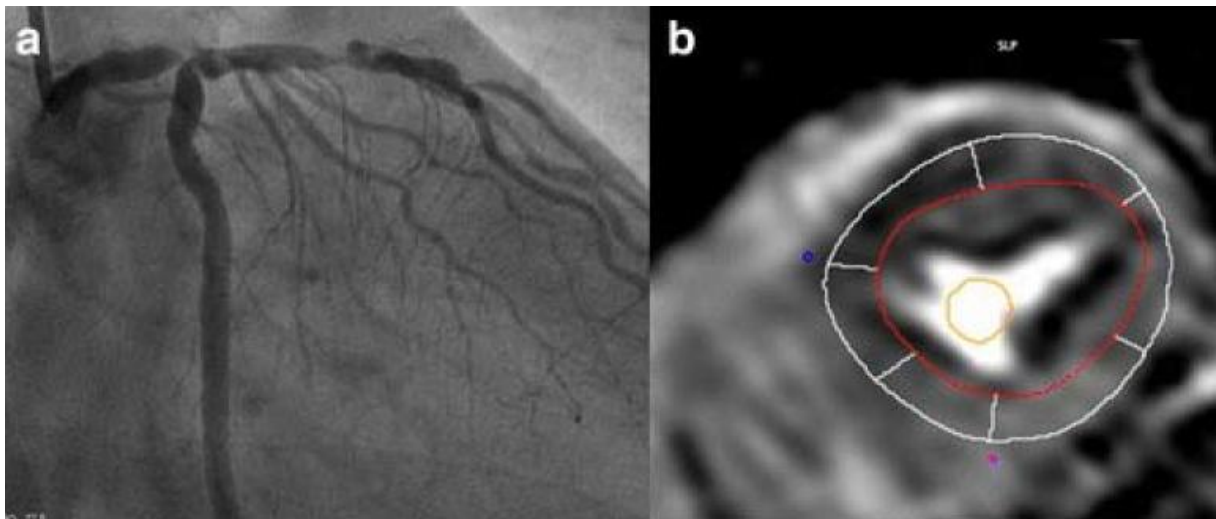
Images montrant l'angiographie et l'IRM de perfusion d'un patient atteint d'une sténose du TCG. (a): image coronarographique d'une lésion distale du TCG. (b): l'IRM de stress par imagerie de perfusion montrant un défaut de perfusion dans le septum, la paroi antérieure et latérale. (114)
